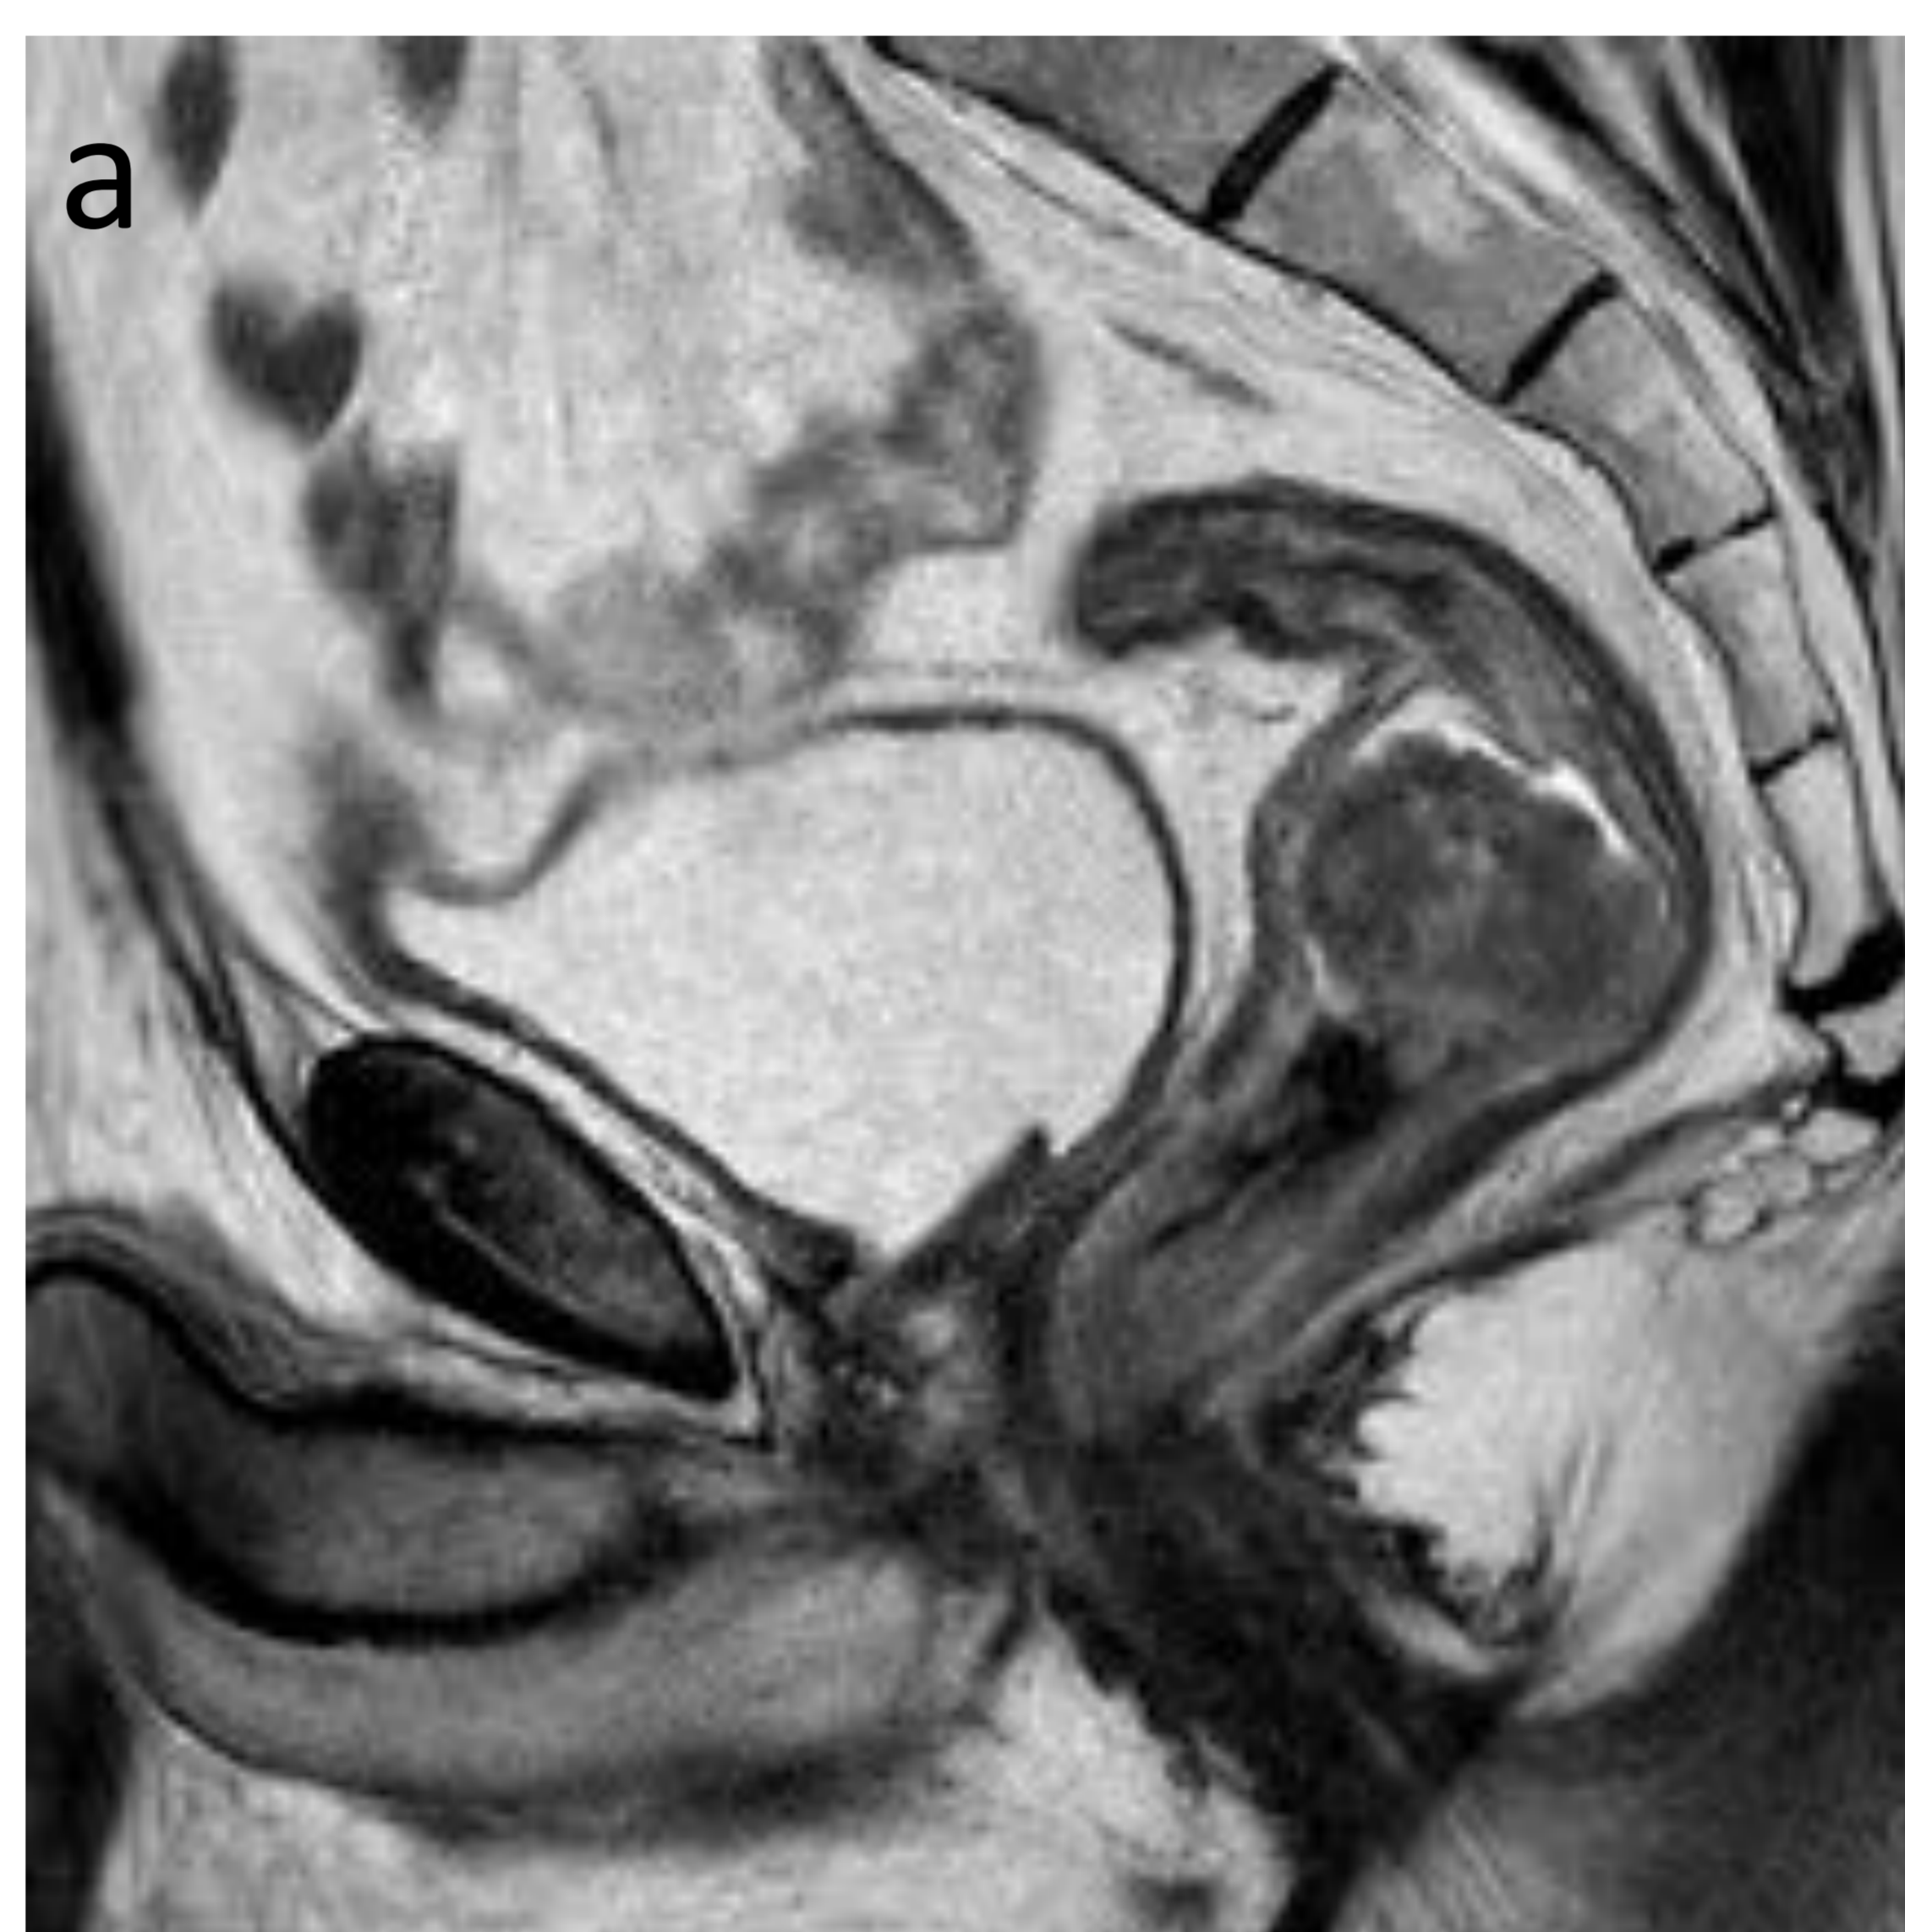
Hombre de 73 años con cáncer de recto estadio III. a) Imagen sagital en secuencia ponderada en T2 que muestra lesión neoplásica en recto. b y c) TC realizada 9 días tras la cirugía donde se visualiza una imagen lineal hipodensa en el margen supero-lateral del bazo que atraviesa todo el espesor del parénquima compatible con laceración. Existe ligera cantidad de líquido libre periesplénico con atenuación ligeramente aumentada sugestivo de contenido hemático. También se observa material de hemostasia adyacente a la cara visceral del bazo.
